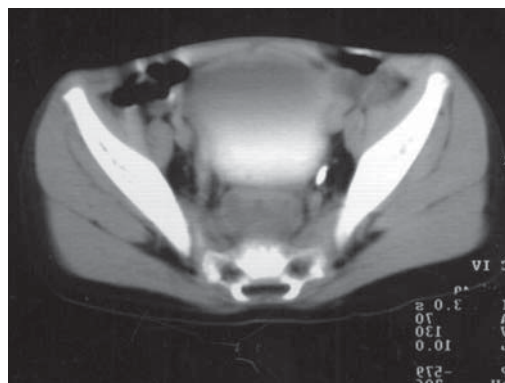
Calcul ureteral. Secțiune axială CT.
